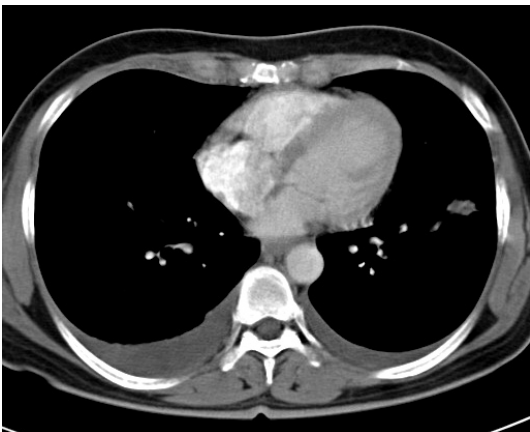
The chest CT scan showed bilateral pleural effusion and nodular pleural thickening in the right anterior chest wall.
